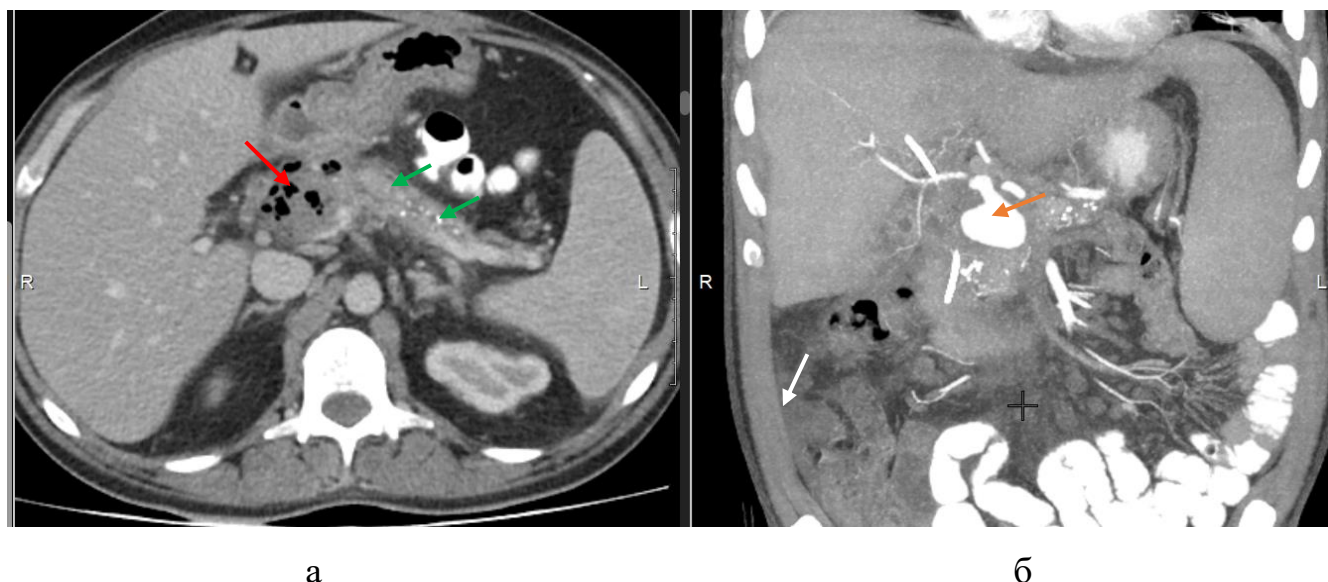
Компьютерная томограмма, 37 сутки от начала ОП. а – венозная фаза, аксиальная проекция. Глубокий дефект паренхимы в области шейки ПЖ, замещенный жидкостным скоплением с пузырьками газа (красная стрелка), жизнеспособной паренхимой в области тела и хвоста ПЖ (зеленые стрелки), что дает основание говорить о перенесенном некрозе 1 типа конфигурации. б – артериальная фаза в режиме проекции максимальной интенсивности, фронтальная проекция. Псевдоаневризма гастродуоденальной артерии (бежевая стрелка). Свободная жидкость в брюшной полости (белая стрелка)
